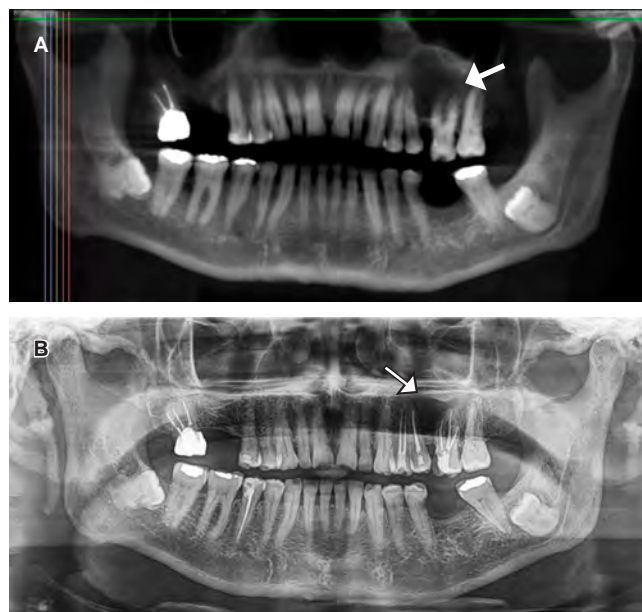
Orthopantomography. A) The arrow shows radiolucent area with a defined edge defined, B) Control orthopantomography at 6 months. The area occupied by the Keratocyst is in frank recovery.
